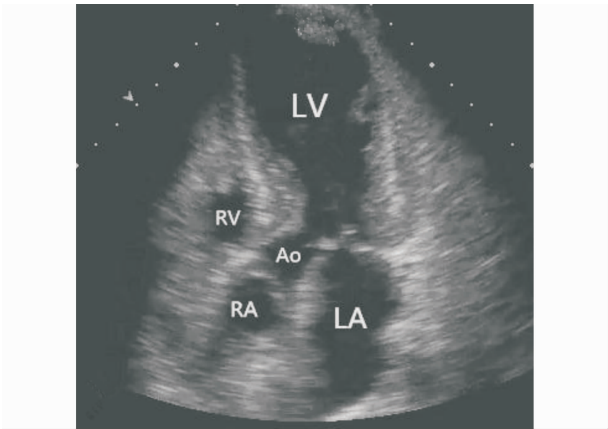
TTC 3 d 超声心动图示左室扩张“气球样改变”,收缩功能不全,左室流出道梗阻,左室内血栓形成
